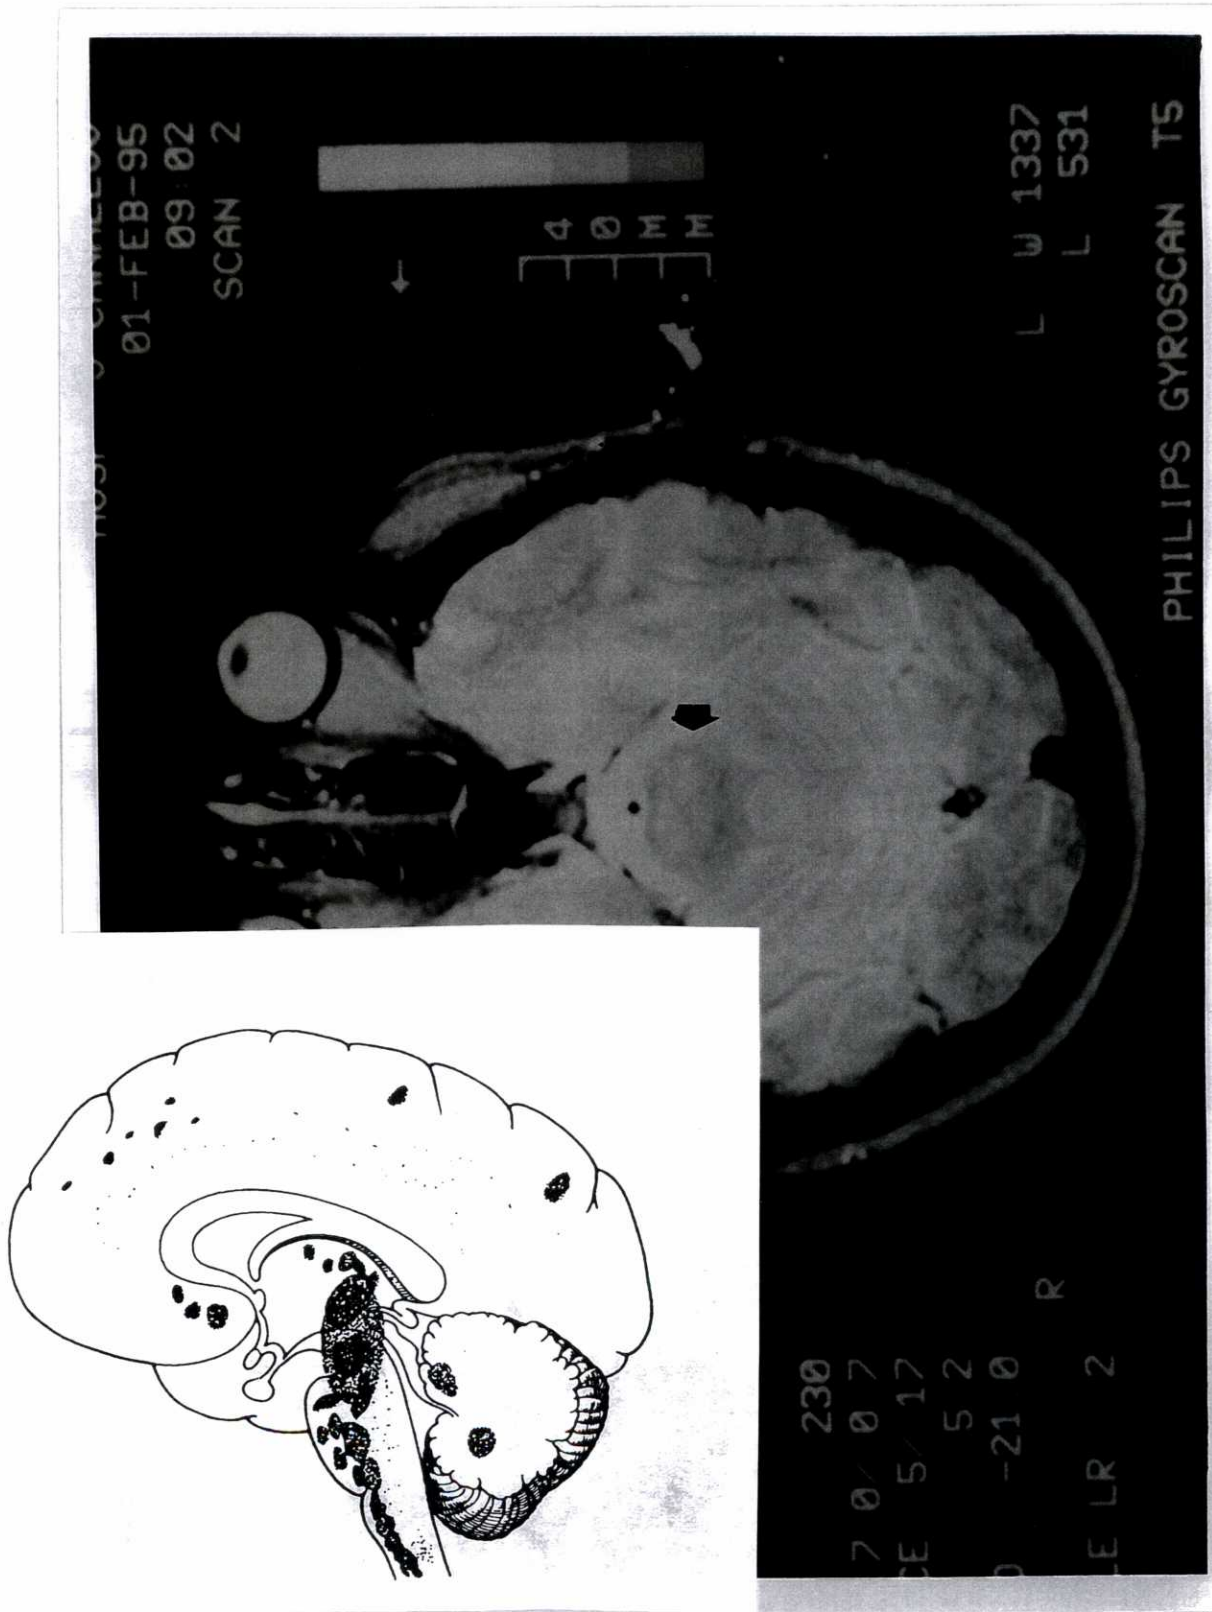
RM encefálica/T2.- Areas de hiperseñal en región bulbo-protuberancial en paciente con Neuro-Behçet clínico (Encefalitis de Tronco Cerebral).
